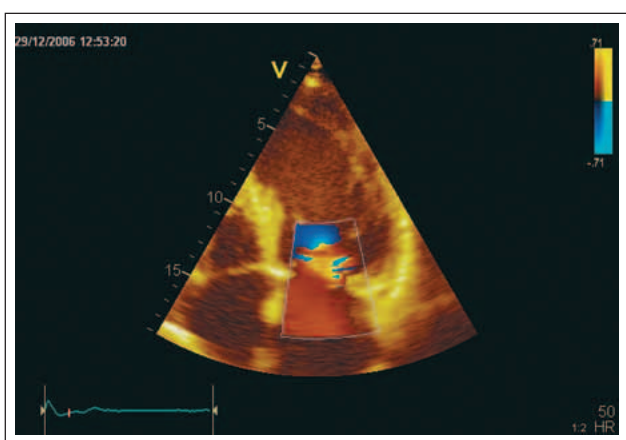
Farbdoppler im apikalen 4-Kammerblick. Hochgradige exzentrisch nach anterolateral gerichtete Mitralklappeninsuffizienz.
